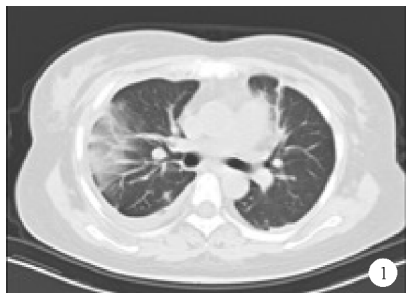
2018 年 9 月 27 日患者肺部 CT 检查结果
